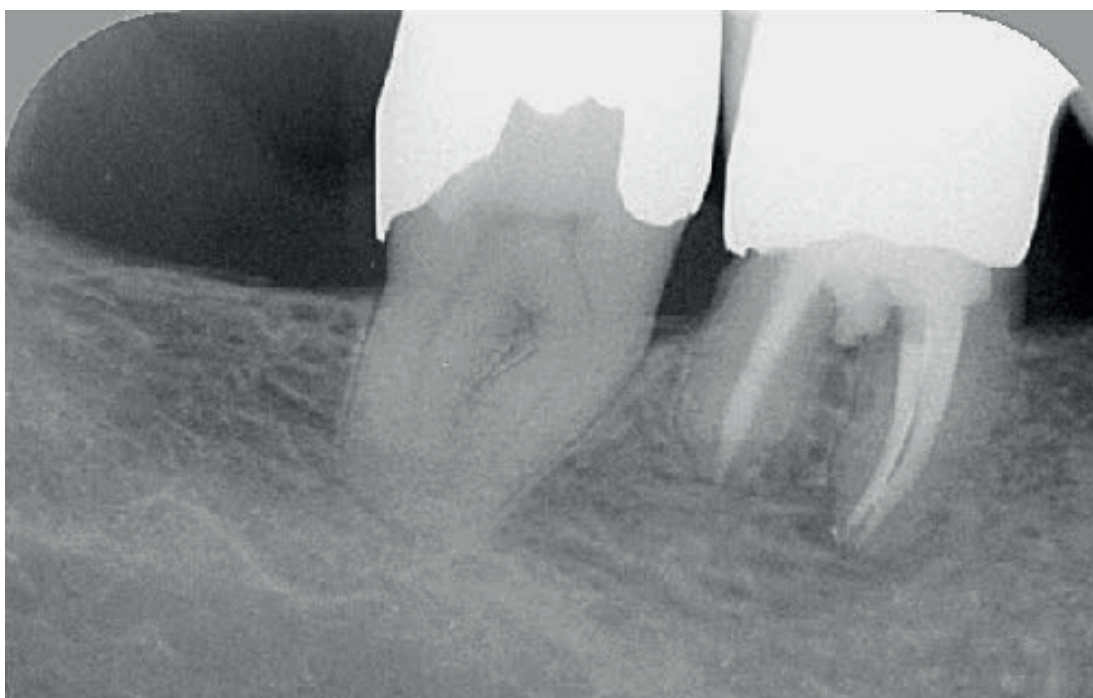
Die exzentrische Röntgenaufnahme des Zahns 46 zeigt die beiden obturierten mesialen Wurzelkanäle sowie die knöcherne Regeneration.
